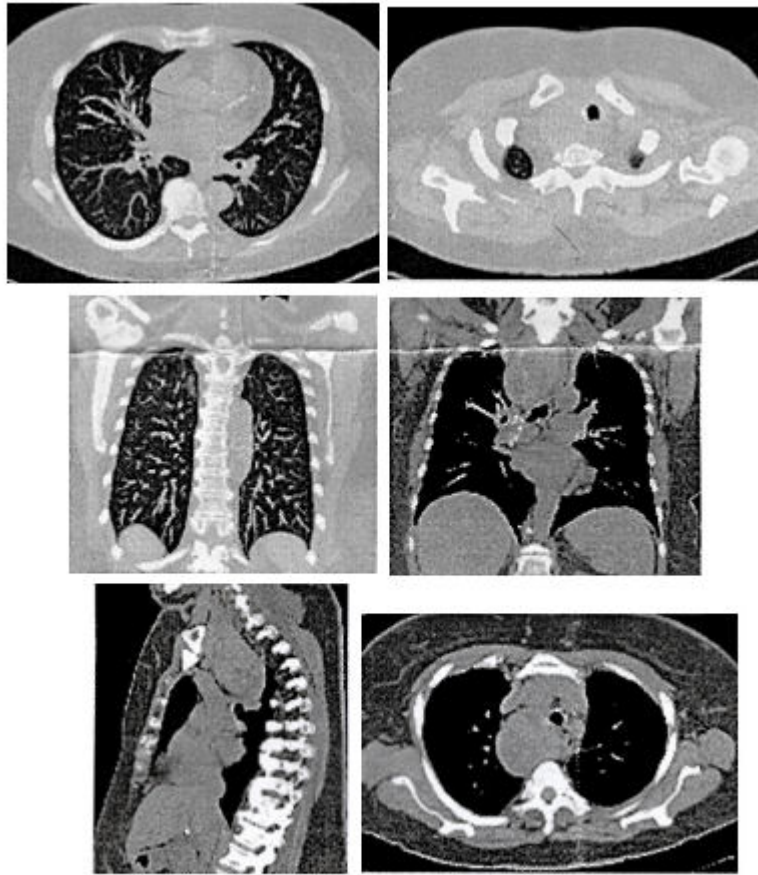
Imágenes de la tomografía axial computarizada de tórax contrastada.
